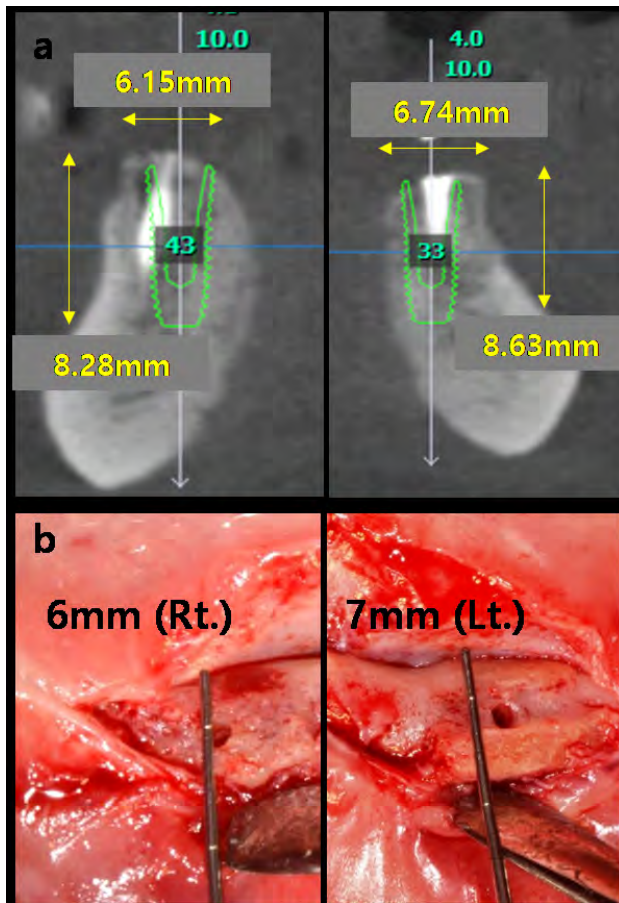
Case 1 6 months after GBR (a) CBCT cross-sectional view on #43, 33. (b) New bone formation.
